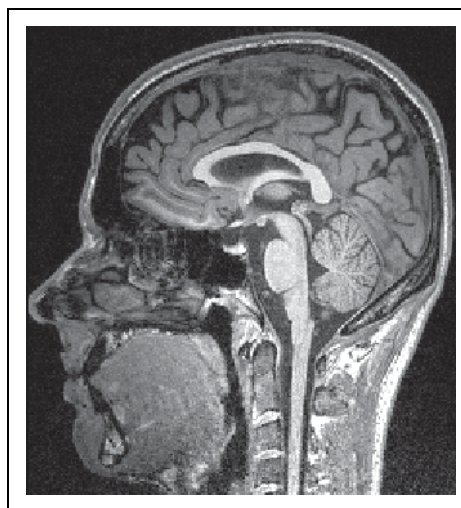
Exemple d'une IRM anatomique.
